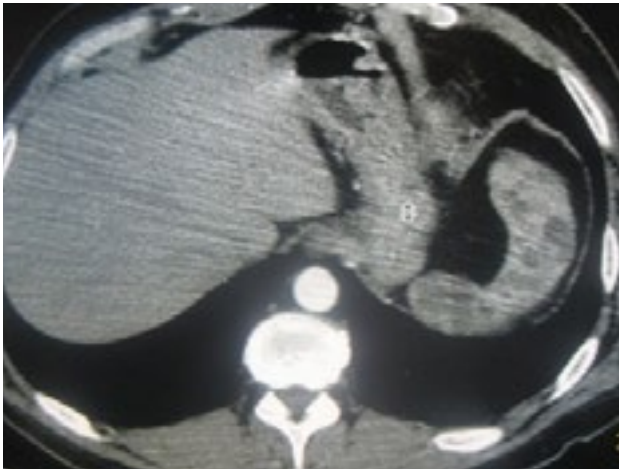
КТ органів черевної порожнини: інфаркт селезінки
